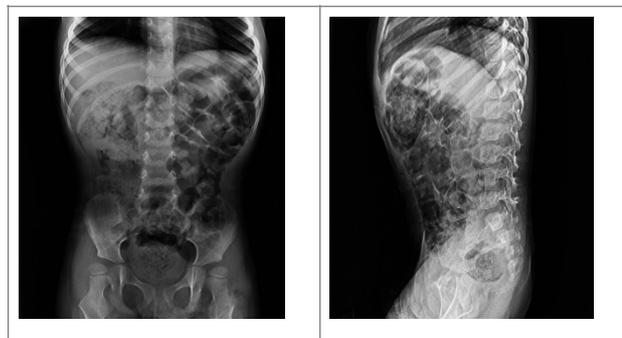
radiografías final de sesiones: disminución en la inclinación del eje lumbar, se mantiene la disminución de la curvatura lumbar (hipolordosis)
